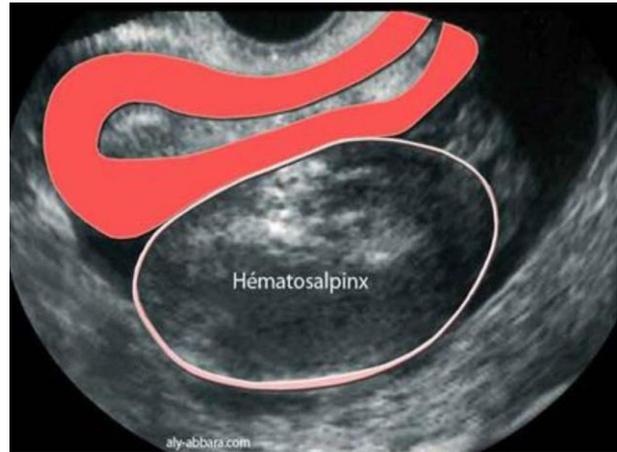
Image échographique d'une GEU tubaire avec un gros hématosalpinx. [12]
